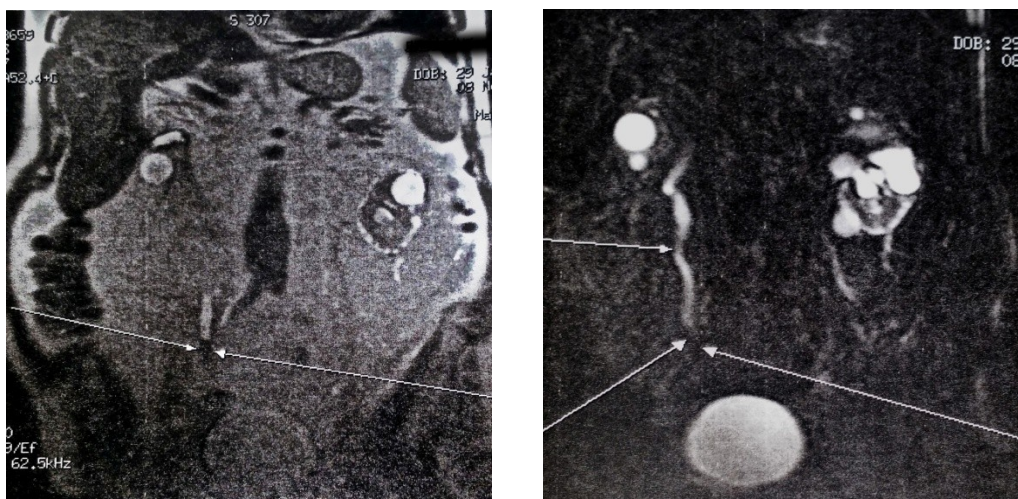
Imagini IRM – stop al substanței de contrast prin tumoră ureterală.
